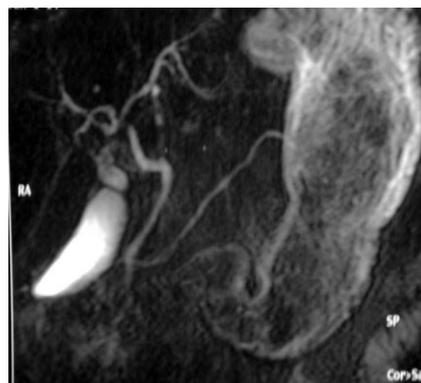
Cholangio-wirsungo-IRM.
